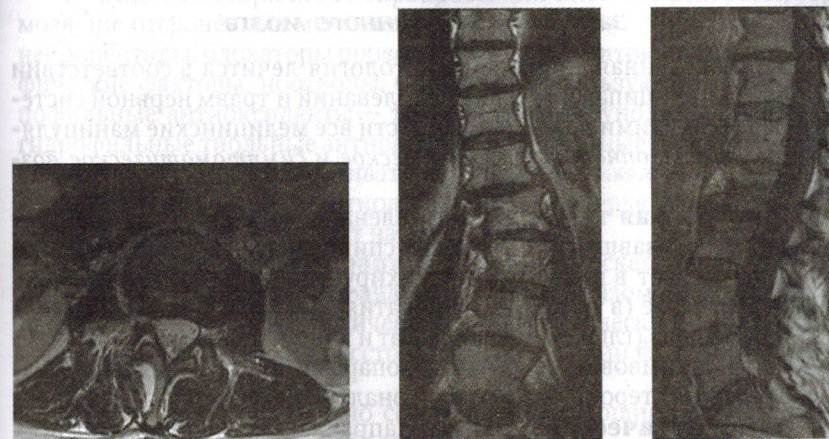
Ретролатероспондилолистез тела L_{II} позвонка. МРТ у больного с синдромом эпиконуса:
